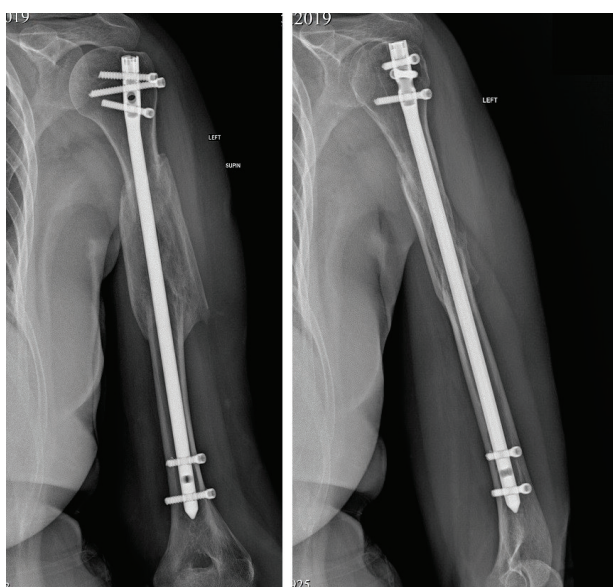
Рентгенография плечевой кости больной Б. в прямой (снимок слева) и боковой (снимок справа) проекциях через 6 месяцев после выполнения оперативного вмешательства
